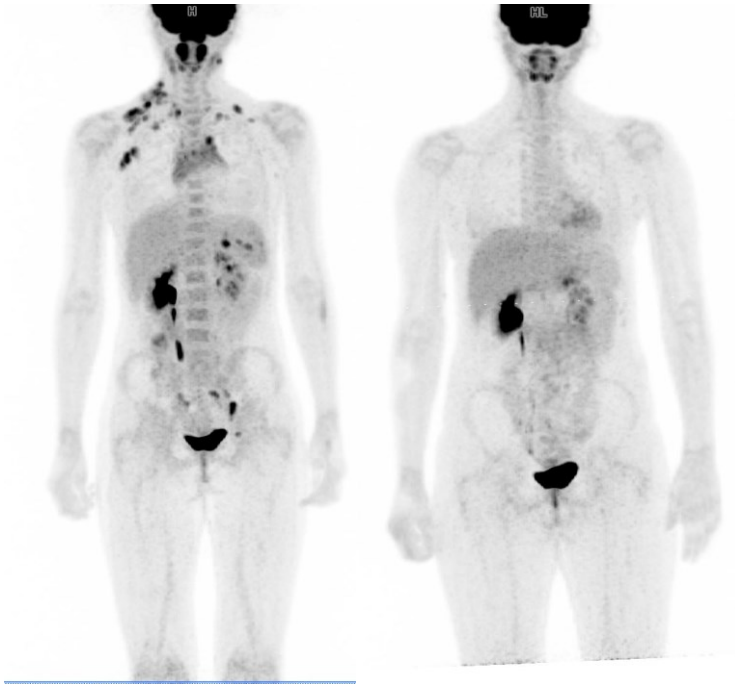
a sinistra PET/RM effettuata alla diagnosi di una paziente di 12 anni, dove si possono notare le sedi di malattia captanti il ^{18}F FDG. A destra PET/RM effettuata al termine della terapia che documenta la remissione metabolica completa.
